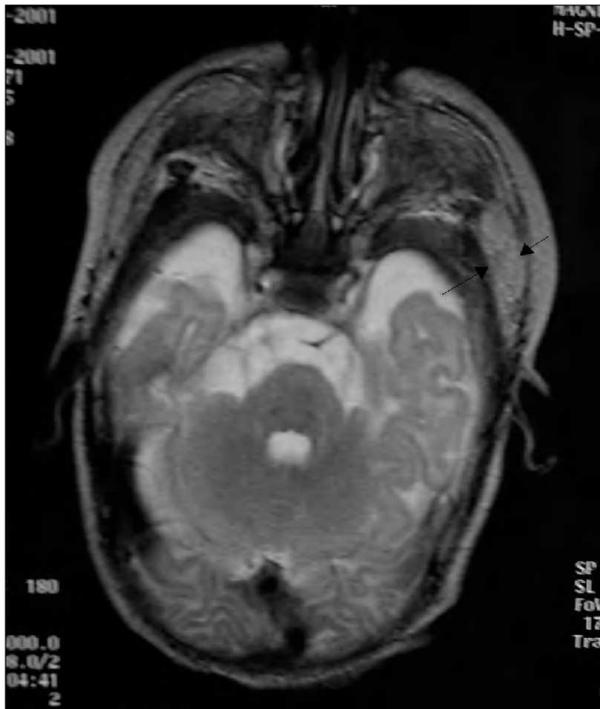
RM craneal del paciente 2. Se observa la glándula parótida izquierda aumentada de tamaño (flechas).
